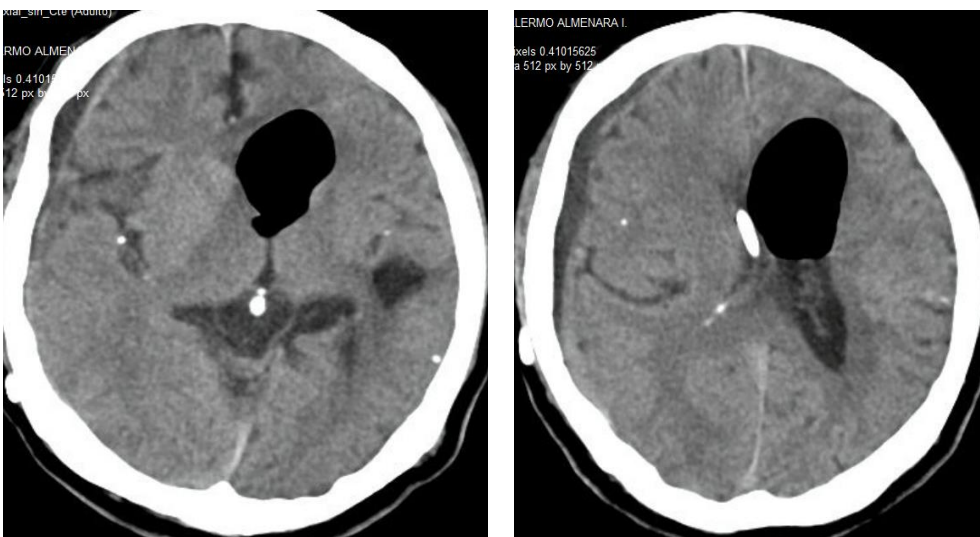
Tomografía axial sin contraste que evidencia neuroencefalo en cuerno frontal
